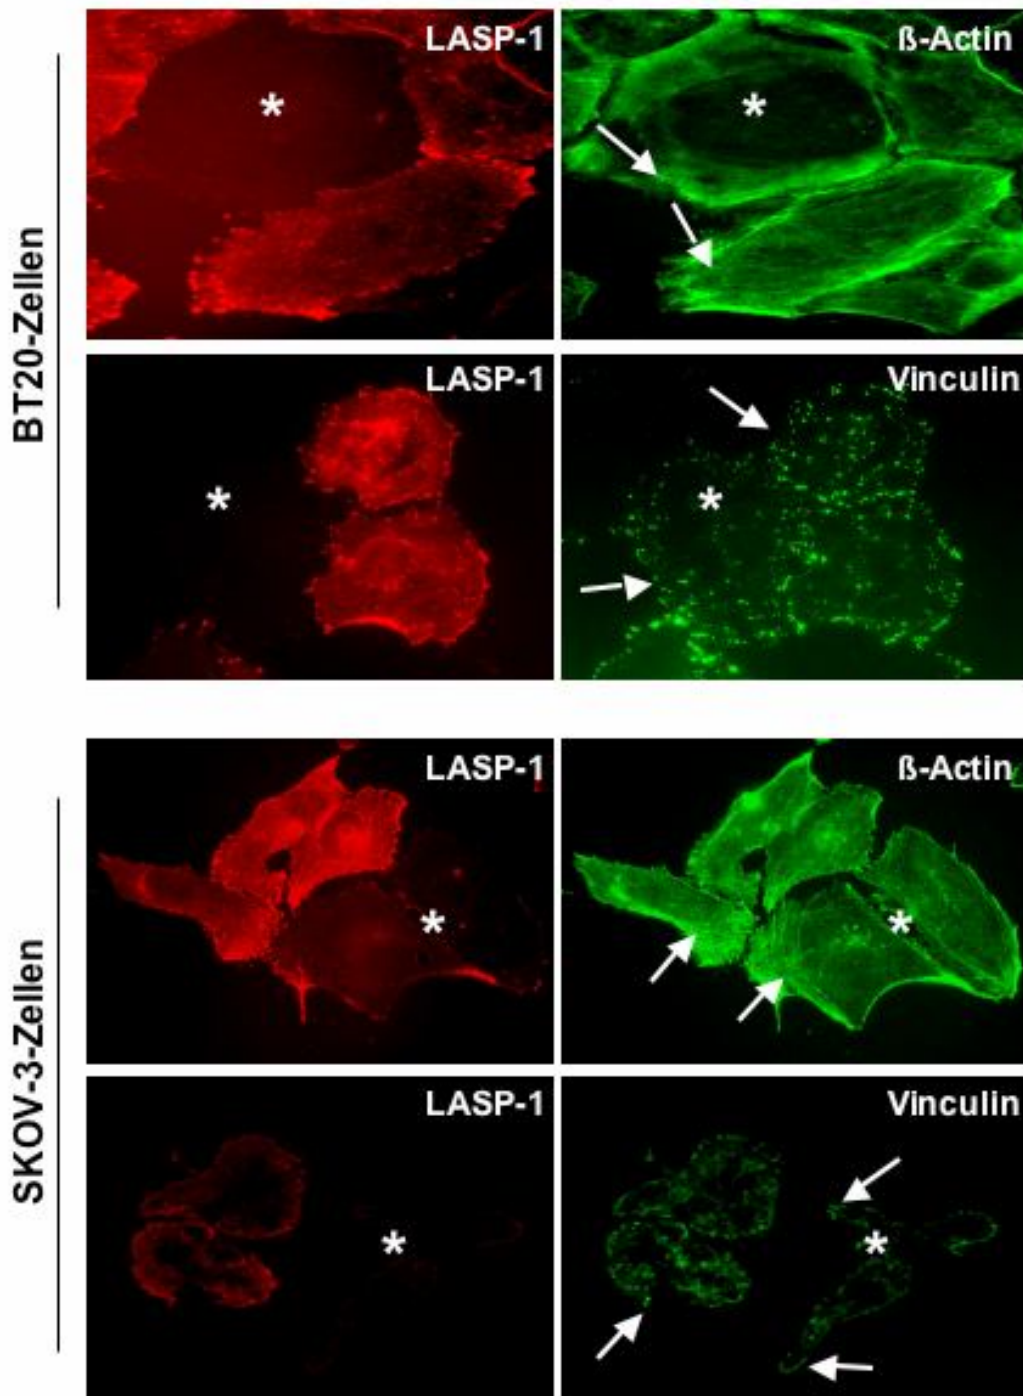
Immunfluoreszenzaufnahmen von BT20- und SKOV-3-Zellen nach LASP-1-knock-down (Stern). Das silencing von LASP-1 (rot) beeinflusst weder das Actin-Zytoskelett noch die Vinculin-Lokalisation (Pfeile; beide grün).
